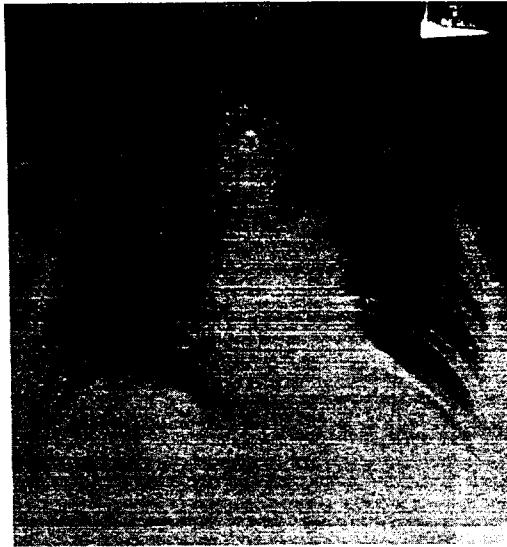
Preoperative chest X-ray in case 2 showed normal finding except tracheostomy tube distal to imaginably cuff site
